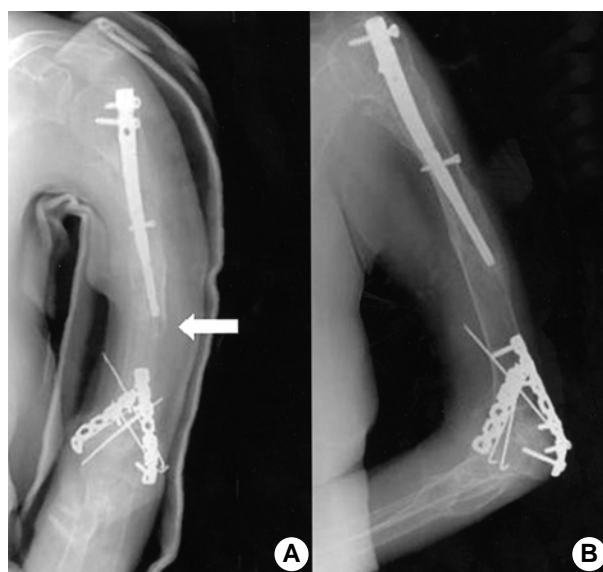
(A) Periprosthetic fracture was developed after slip down because of severe osteoporosis. (B) Union was shown on radiograph after treatment of long arm splint and Velpeau bandage for 2 months.
